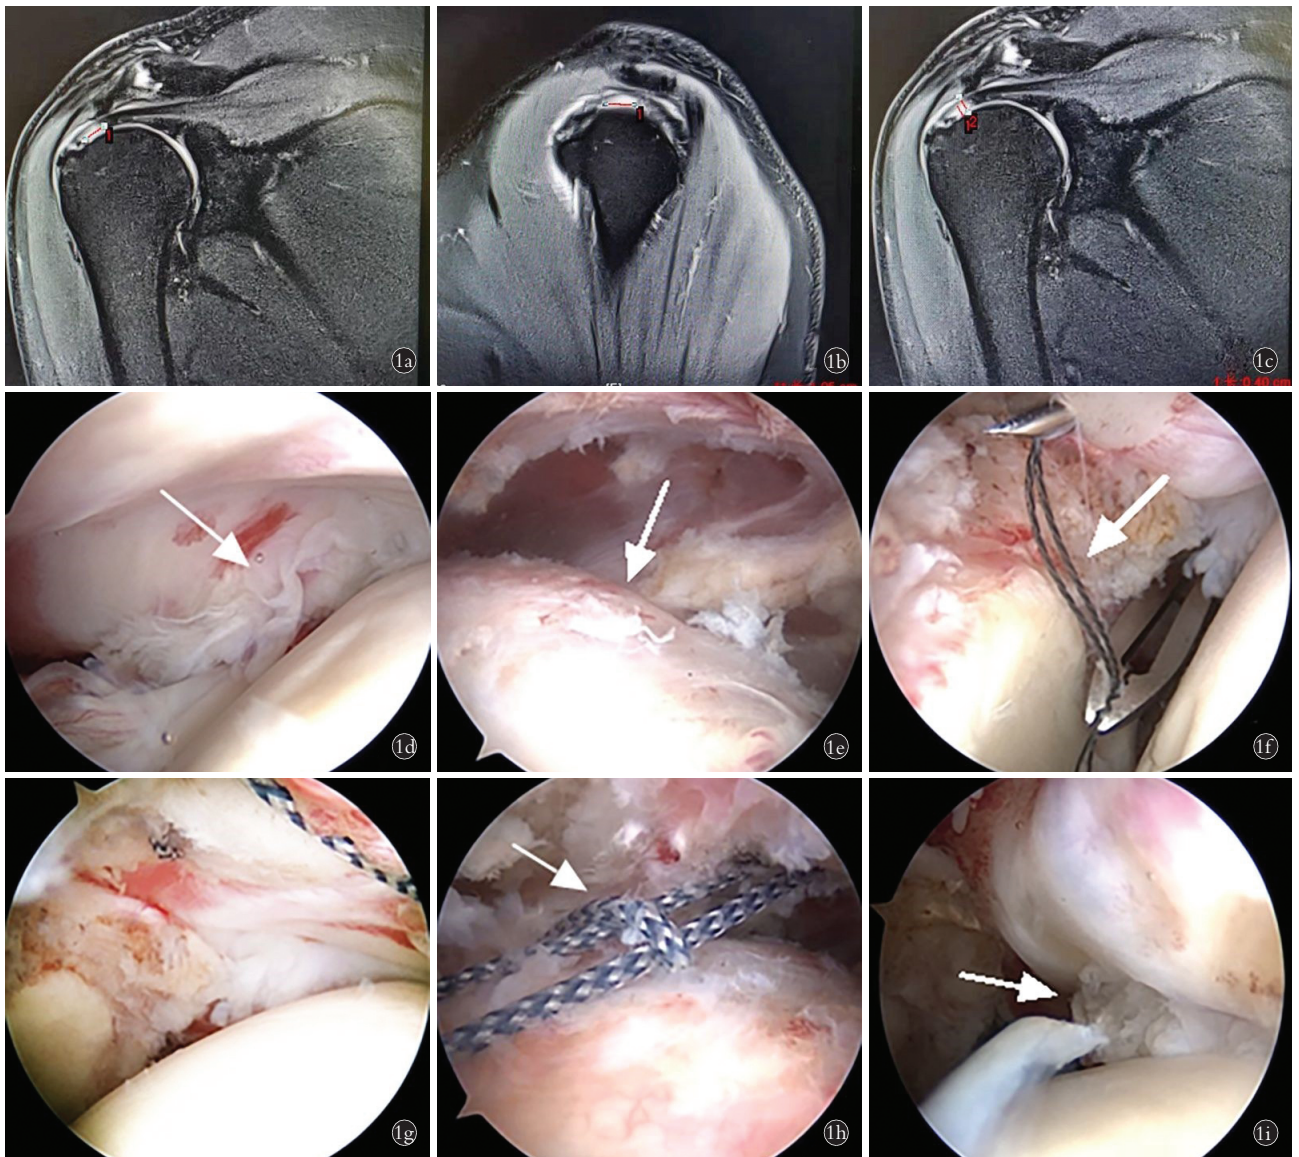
女,54 岁,采用穿线套索固定法修复冈上肌腱关节侧部分撕裂 1a. 术前肩关节 MRI 示冈上肌腱关节侧部分撕裂长度 1b. 术前肩关节 MRI 示冈上肌腱关节侧部分撕裂宽度 1c. 术前肩关节 MRI 示冈上肌腱关节侧部分撕裂深度 1d. 冈上肌腱关节侧部分撕裂 1e. 冈上肌腱滑囊完整 1f. 腰穿针引线 1g. 高强度线从肌腱关节侧穿出 1h. 高强度线从滑囊侧穿出,形成套索 1i. 固定修复后的冈上肌腱关节侧
